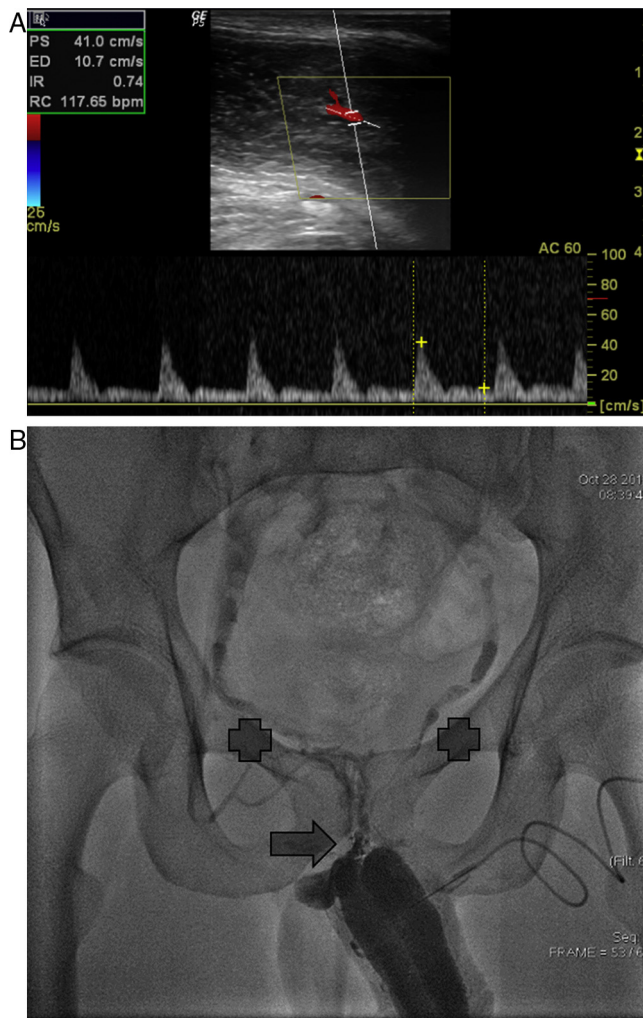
A) Ecografía Doppler color peneana con análisis espectral de onda (en fase rígida) realizada 15 min posterior a la inyección intracavernosa de prostaglandina E₁. La velocidad pico sistólica es > 25 cm/s, lo que demuestra integridad de la dilatación arterial. Las velocidades de fin de diástole alcanzando los 19 cm/s (> 5 cm/s), lo que evidencia baja resistencia. Obsérvese el índice de resistencia $< 0,75$. Los 3 criterios diagnósticos para fuga venosa. B) Cavernosografía farmacológica. Después de erección inducida. Los cuerpos cavernosos fueron inyectados con medio de contraste diluido demostrando la fuga a través de la vena dorsal profunda del pene (flecha) con pacificación del plexo periprostático y venas pudendas internas bilaterales (cruces).
